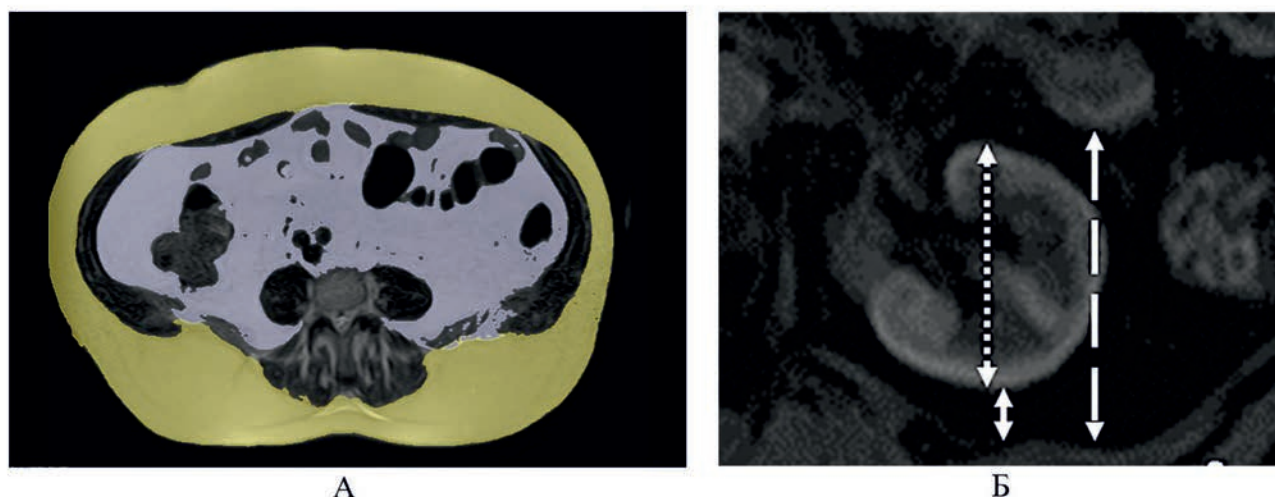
Измерение абдоминальных и почечных жировых депо с использованием магнитно-резонансной томографии: А – иллюстрация полуавтоматического определения площади подкожной и висцеральной абдоминальной жировой ткани, Б – методика измерения линейных размеров паранефральной жировой ткани
